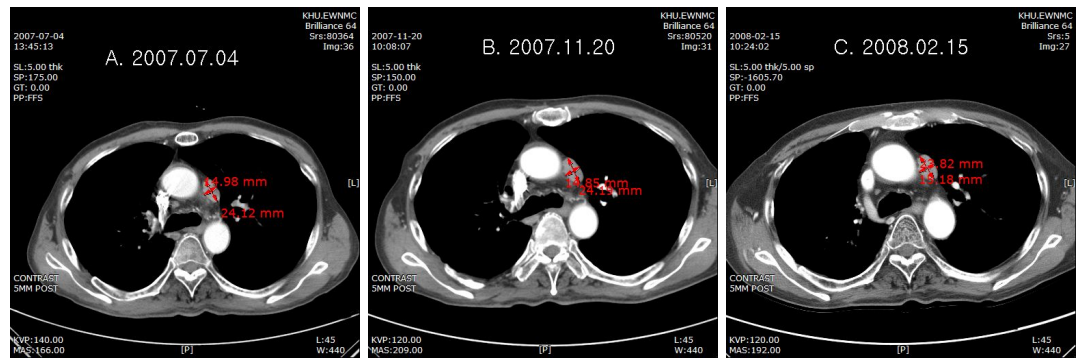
Chest CT Imaging of the patient. The size of mass decreased after A-RVS intake. White arrow indicated the mass of para-aortic area.
